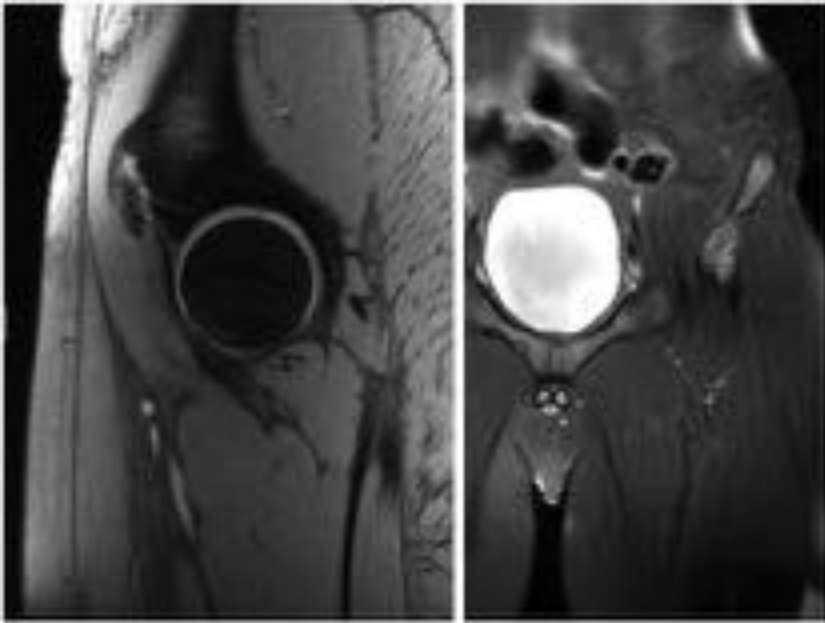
RM sagital DP y coronal T2. Avulsión de la espina iliaca anterior e inferior izquierda.
